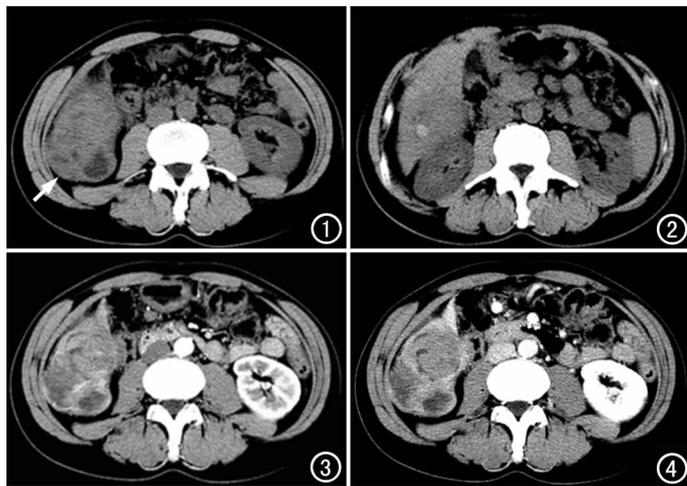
CT平扫示肝右后叶等低混杂密度影(箭)。图2 CT平扫示病灶内可见小片状高密度影,CT值约52 HU。
